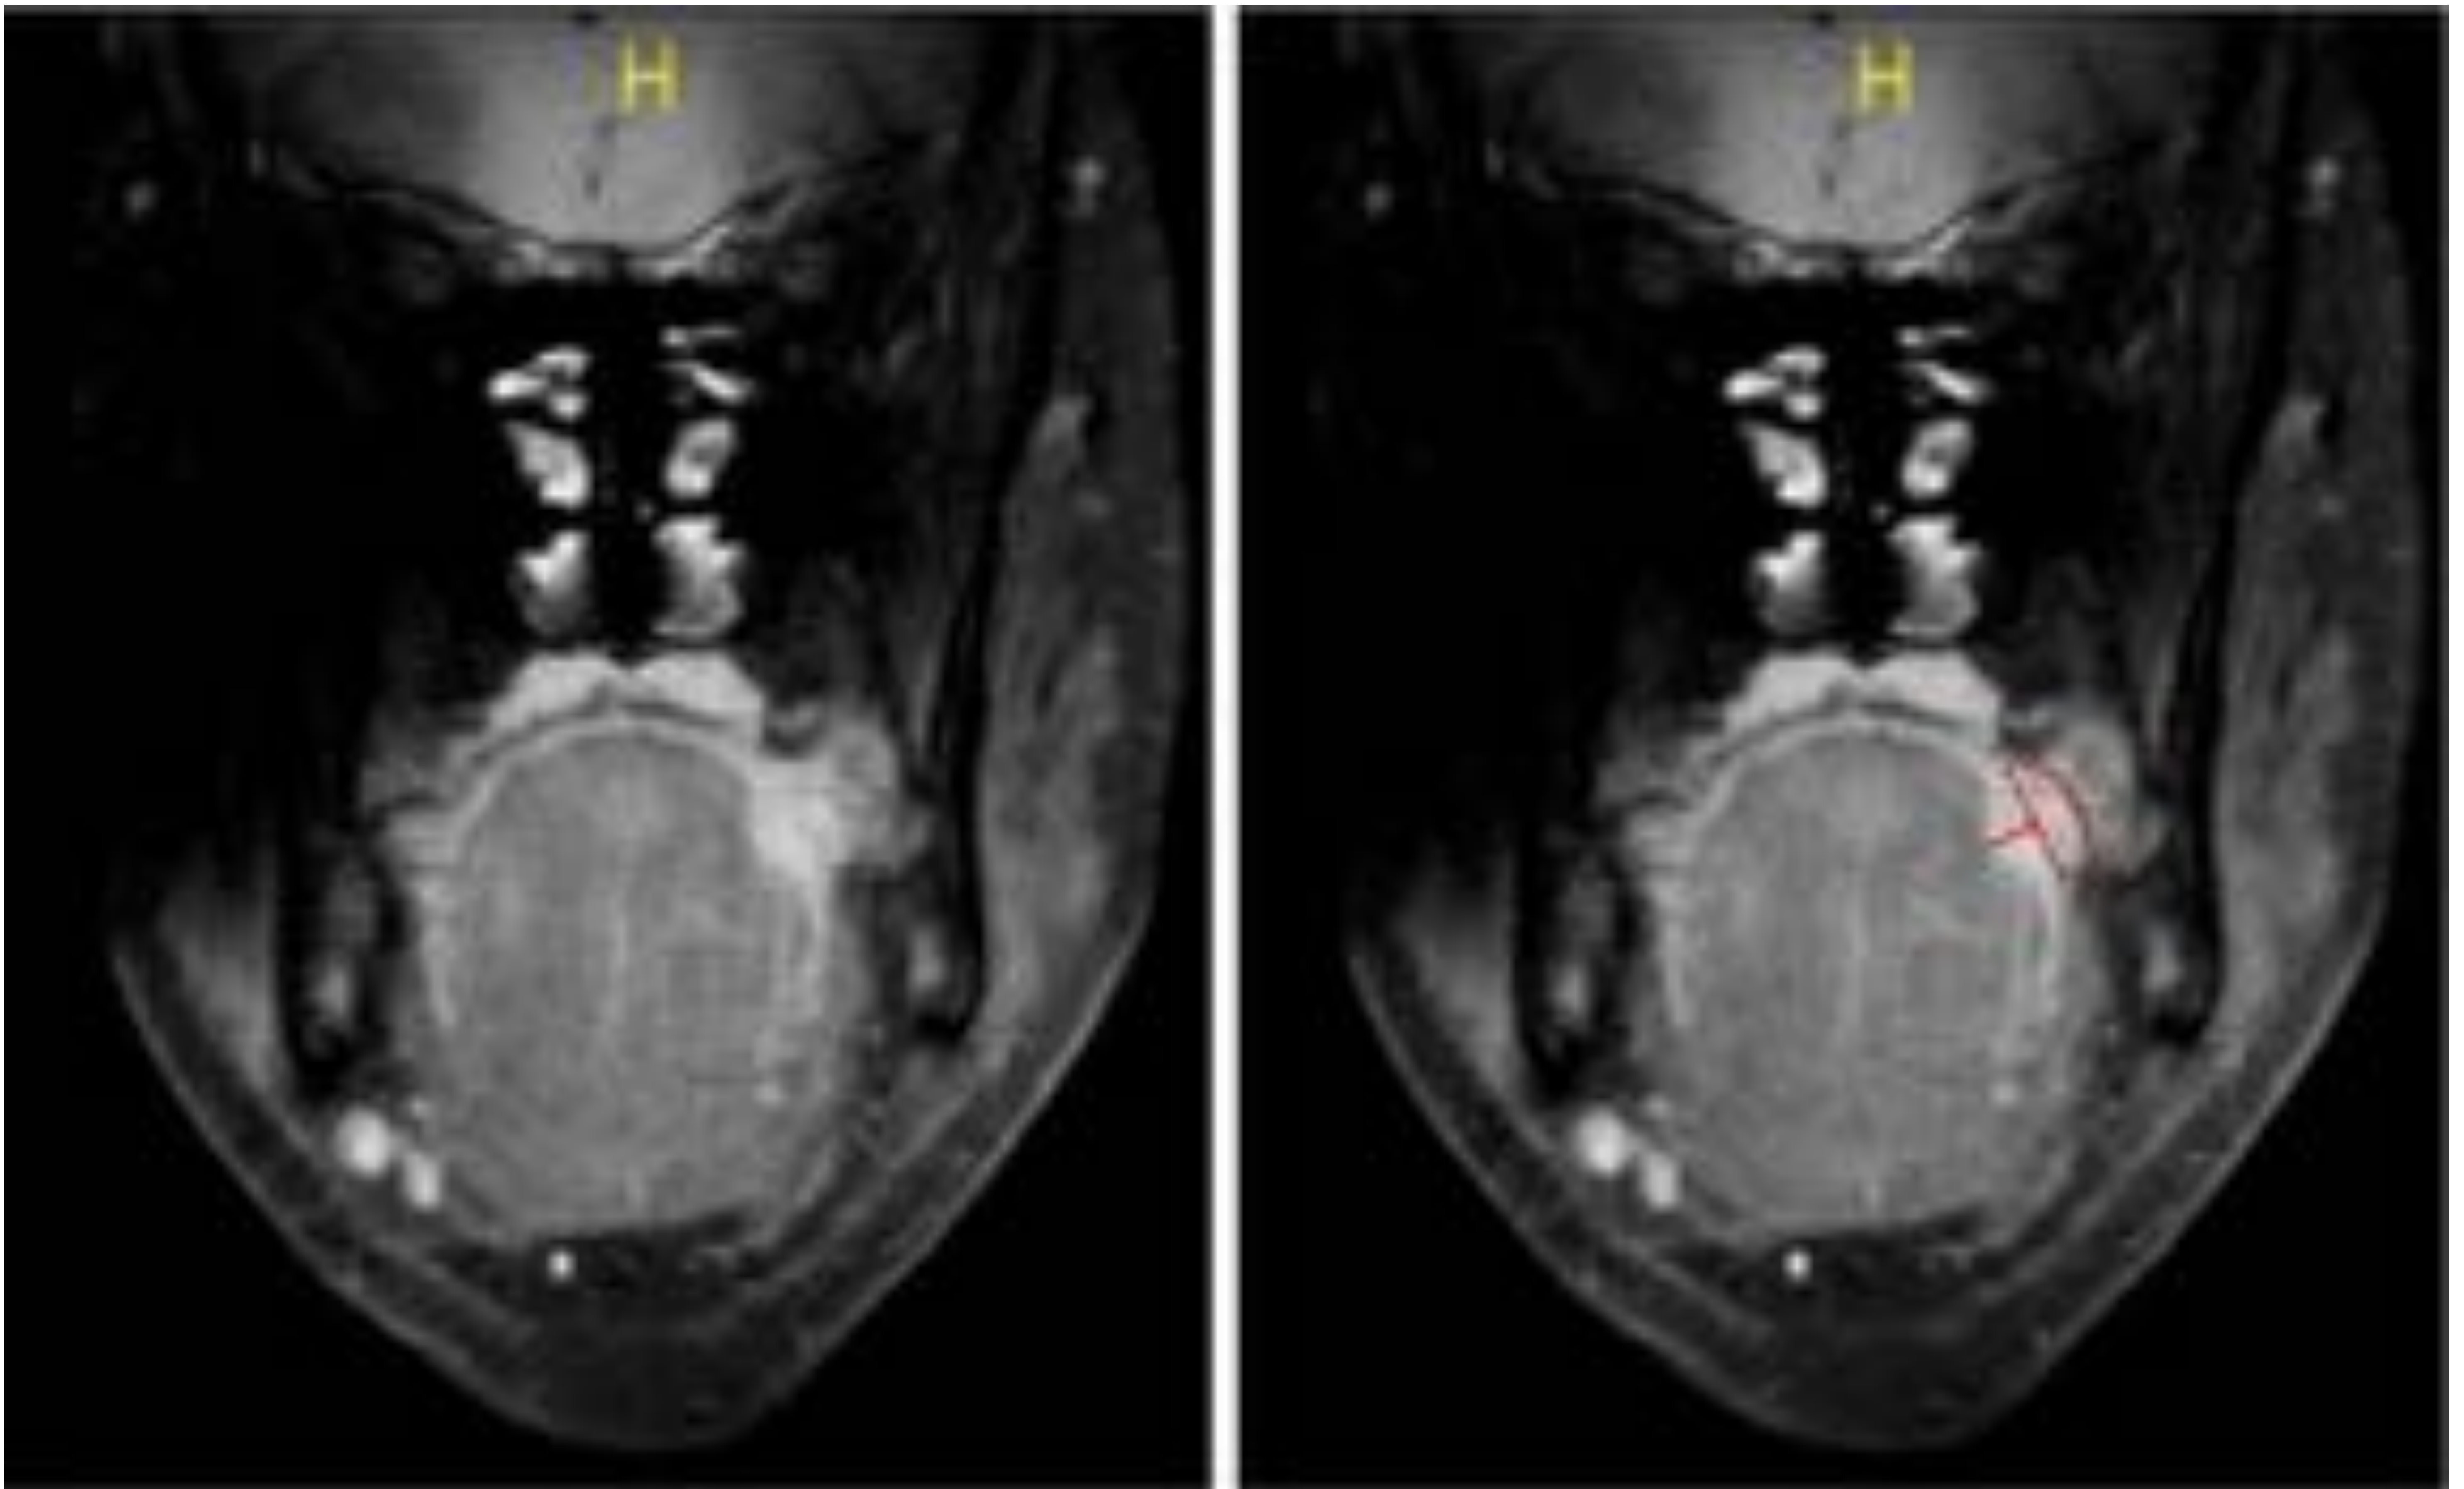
RM Coronal T1 con contraste y supresión grasa que muestra lesión exofítica hipercaptante en borde lateral de la hemilengua izquierda. Se calculó DOI (línea continua) a partir de una línea de referencia entre los bordes de mucosa normal (línea discontinua). Fuente: HUSC.
